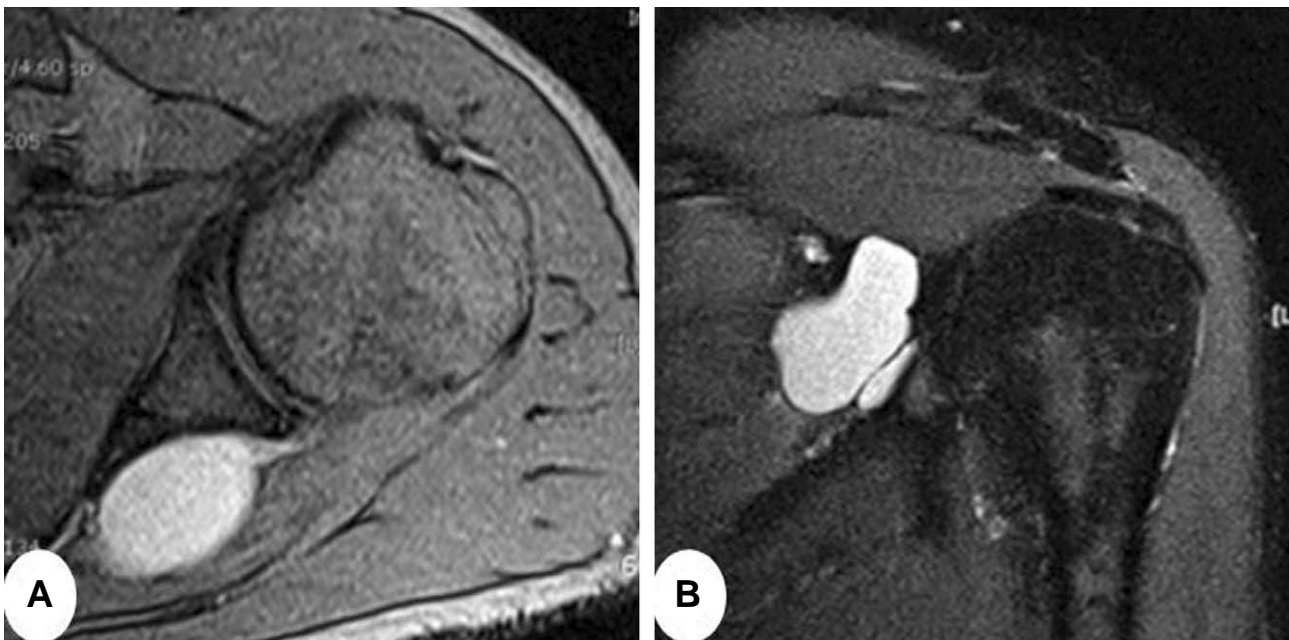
(A) Axial and (B) coronal oblique T2 weighted MR images of a spinoglenoid ganglion cyst.
